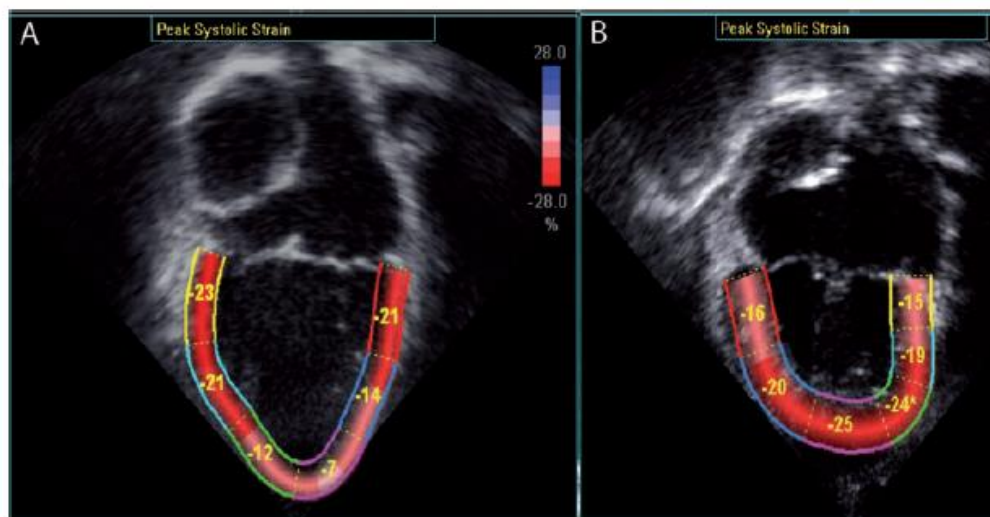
Ejemplo de segmentación ventricular de eje longitudinal en paciente con ventrículo único de morfología izquierda. Plano apical 4 cámaras (A) y apical 2 cámaras (B). (Adaptado de Voigt et al.).¹⁰⁶
